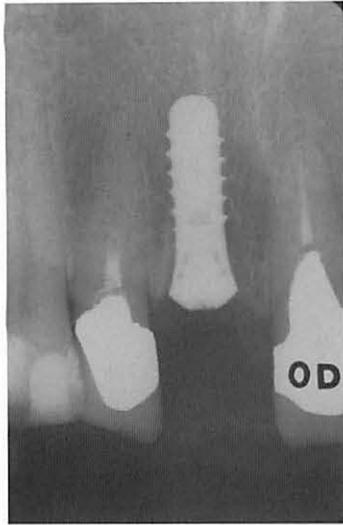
インプラント埋入直後のX線写真。X線写真上においても、インプラントと抜歯窩のギャップが認められる。
